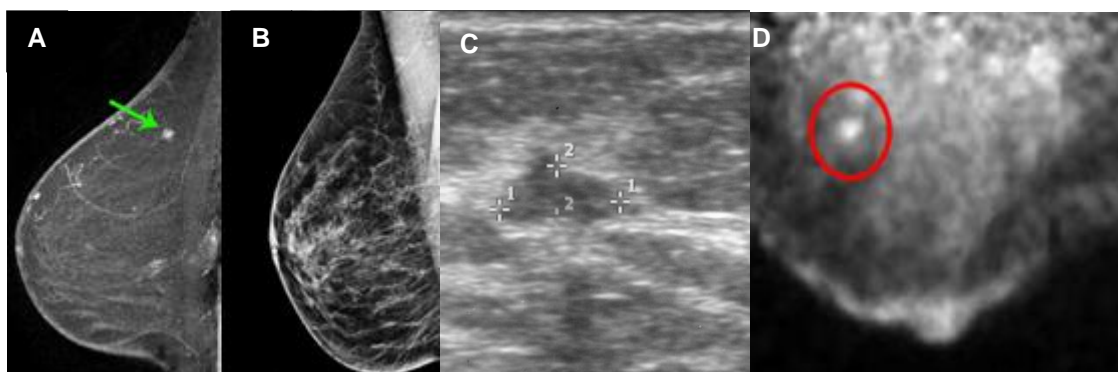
Imagens dos diferentes tipos de imagiologia mamária: Ressonância magnética (A) [10], mamografia (B) [10], ultra-sonografia (C) [11] e um tipo de imagiologia de medicina nuclear – PEM (D) [12].
